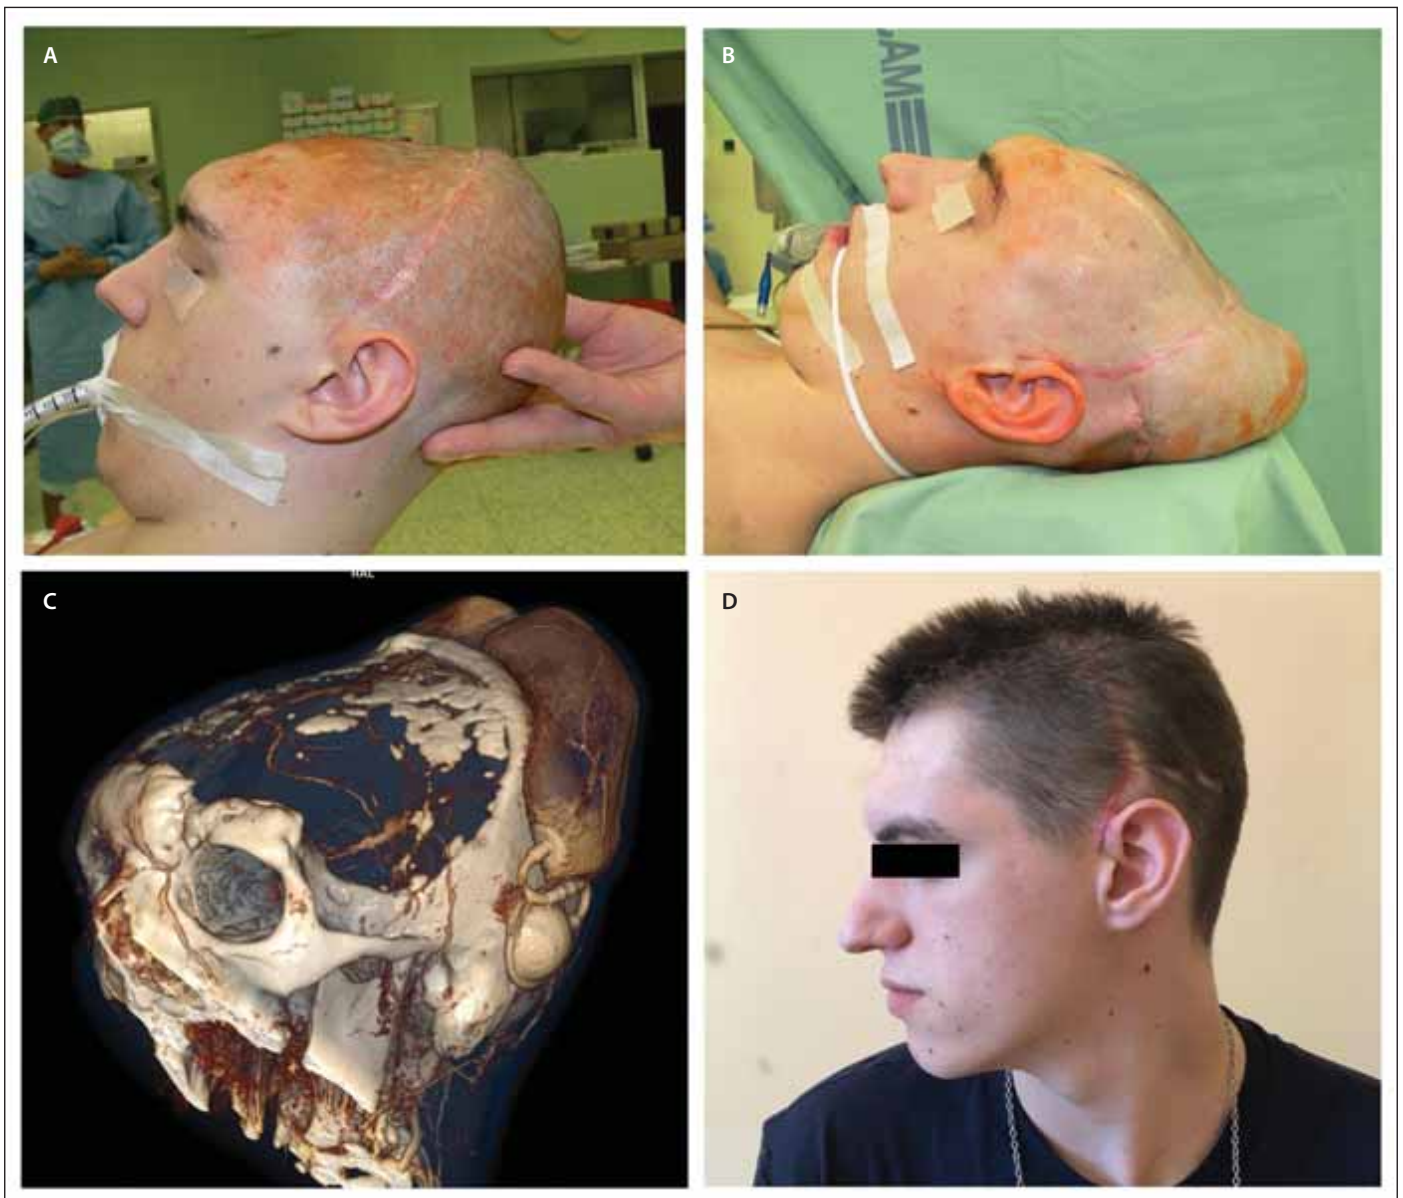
(A) Three-dimensional CT scan (VRT) showing bone defect after decompressive hemicraniectomy. (B) A compression of cerebral hemisphere with skin atrophy before the implantation of subcutaneous expanders. (C) Preoperative photograph showing two crescent-shaped expanders dilating the scalp before their removal and secondary cranioplasty. (D) Final result after expanders removal and custom-made porous polyethylene cranioplasty.
